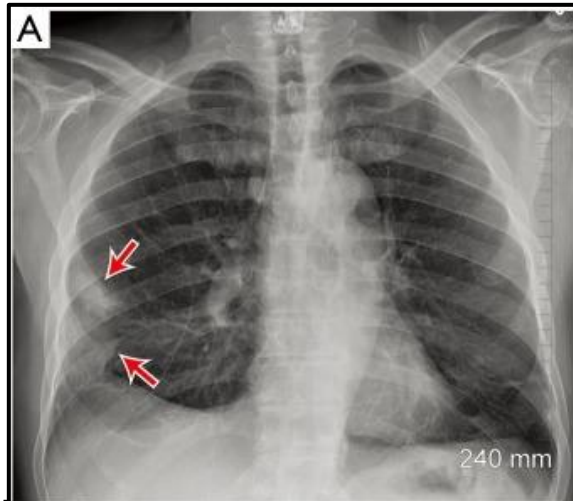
Signo de la joroba de Hampton en radiografía de tórax. Imagen tomada de la revista *Cardiovascular Diagnosis and Therapy*, Volumen 8, Número 3, "Imaging of acute pulmonary embolism" 2017. (32)
